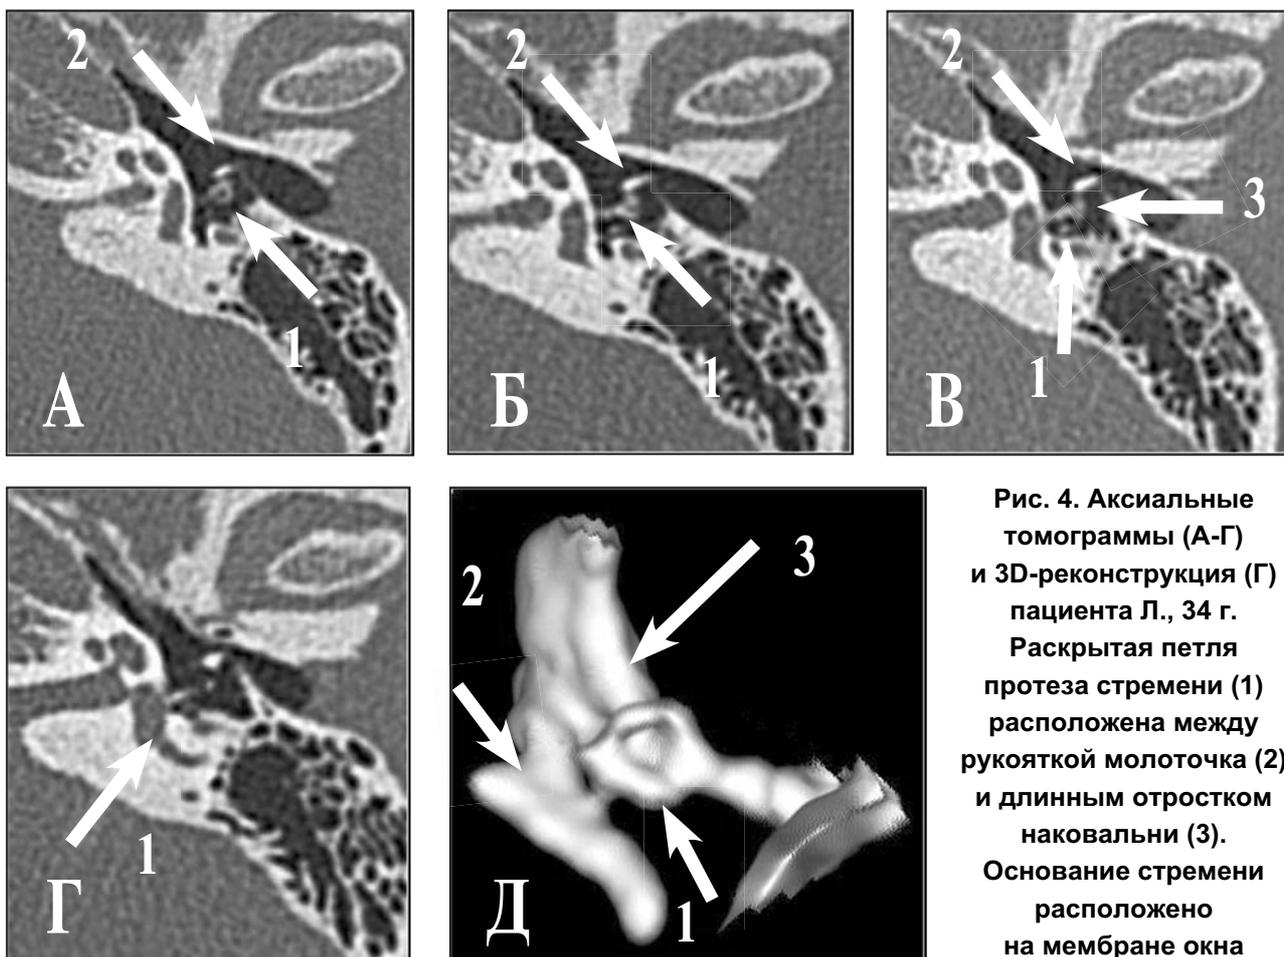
Аксиальные томограммы (А-Г) и 3D-реконструкция (Г) пациента Л., 34 г. Раскрытая петля протеза стремени (1) расположена между рукояткой молоточка (2) и длинным отростком наковальни (3). Основание стремени расположено на мембране окна преддверия (4)
